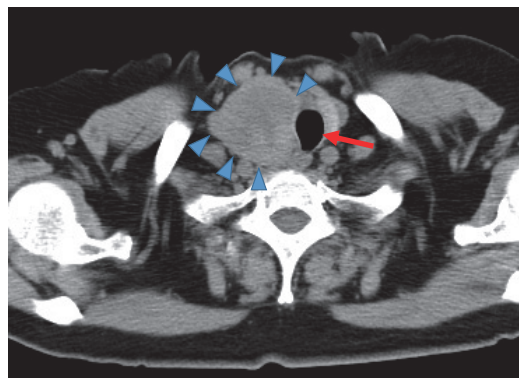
頸部胸部単純CT検査: 甲状腺右葉腫瘤により気管が左方に圧排されていた。その他、明らかな異常所見なし。矢頭: 右葉腫瘤, 矢印: 気管。
